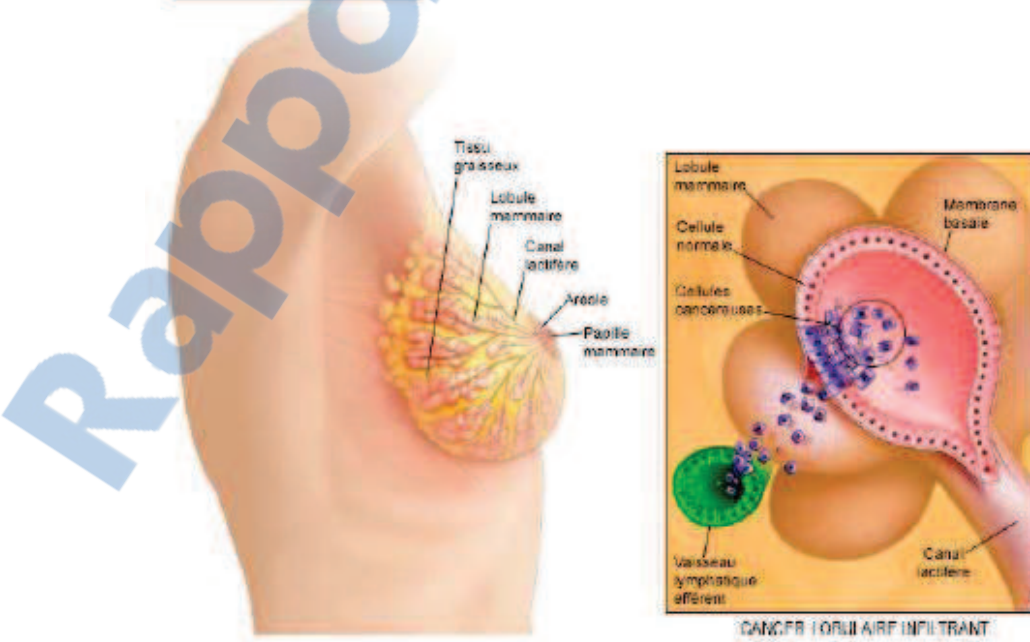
ASPECT CARCINOME LOBULAIRE INFILTRANT [8]
